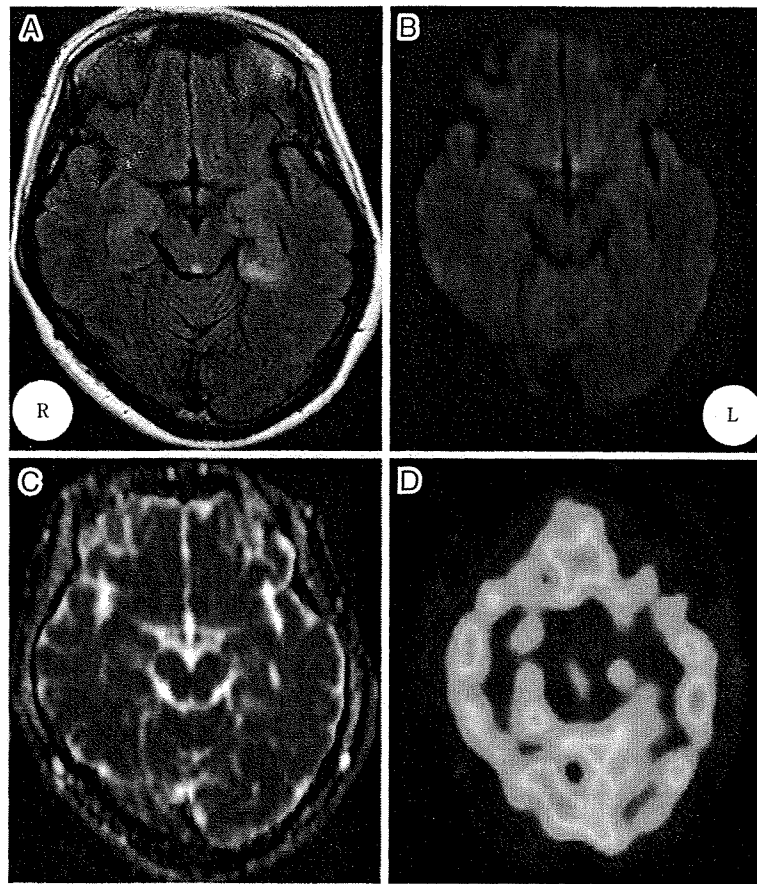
Brain MRI and SPECT image on the 22nd hospital day.
